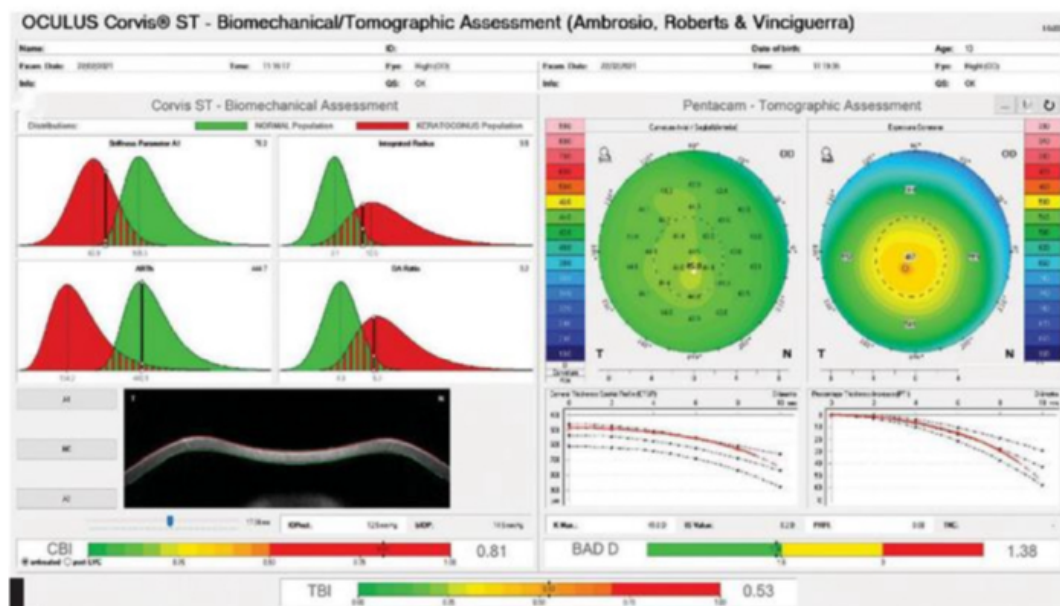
Visualizzazione tomografica biomeccanica Corvis ST. La diagnosi di FFKC è confermata dal TBI di 0.53<sup>30</sup>.
